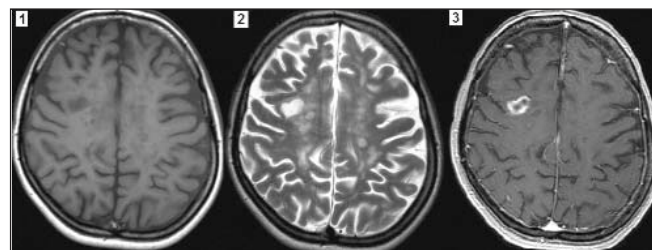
МРТ головного мозга больной З.М.Ю. 1 – нативное T1-ВИ, 2 – T2-ВИ, 3 – T1-ВИ, контрастирование гадолинием
